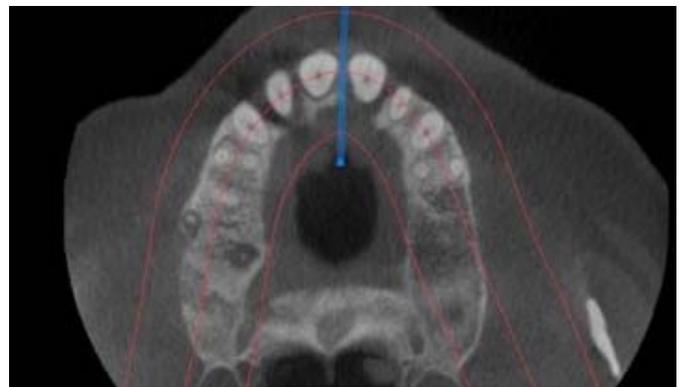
CBCT inicial. Corte axial correspondiente a la arcada superior.
